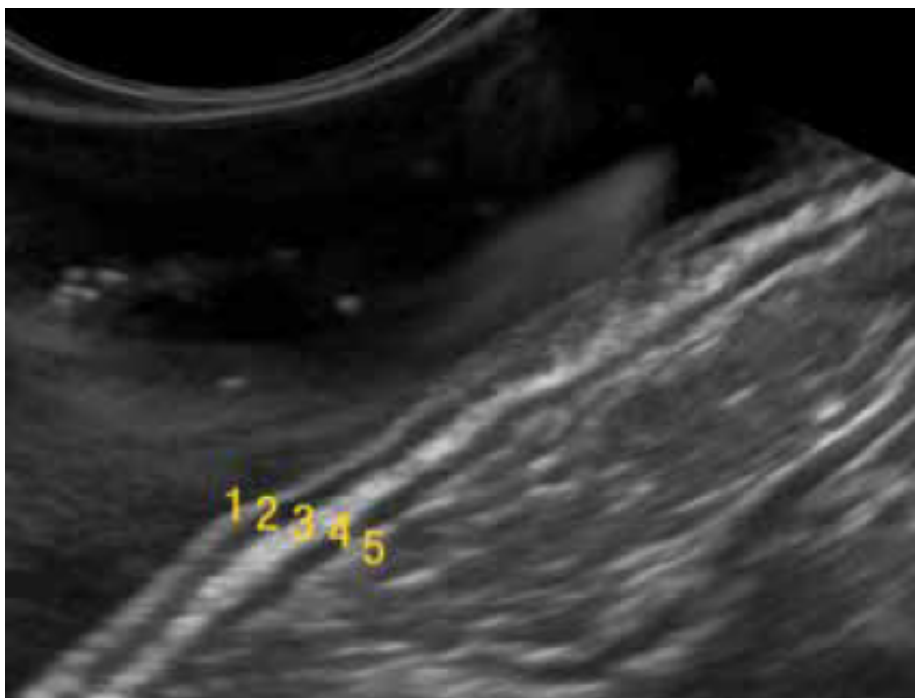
Representación de las 5 capas de la pared gastro intestinal, mediante la realización de ultrasonido endoscópico: 1) Mucosa, 2) Muscular de la mucosa, 3) Submucosa, 4) Muscular propia, 5) Serosa. (48)
